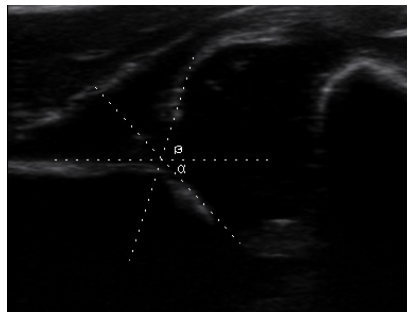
Ecografía de una cadera tipo IIc de Graf
